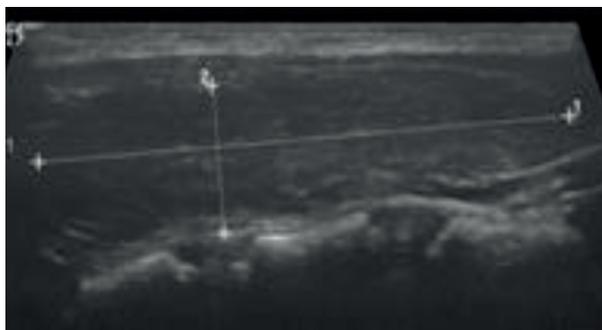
Ecografia da tiroide. Glândula volumosa (lobo direito: 11 x 17 x 39 mm e lobo esquerdo: 11 x 15 x 36 mm), bordos convexos e padrão ecoestrutural anormal. (A). Parênquima hipocogénico, com traços ecogénicos no interior - aspeto parcelado. Doppler cor: padrão vascular hiperdinâmico (inferno tiroideu) (B). Achados sugestivos de doença de Graves.
